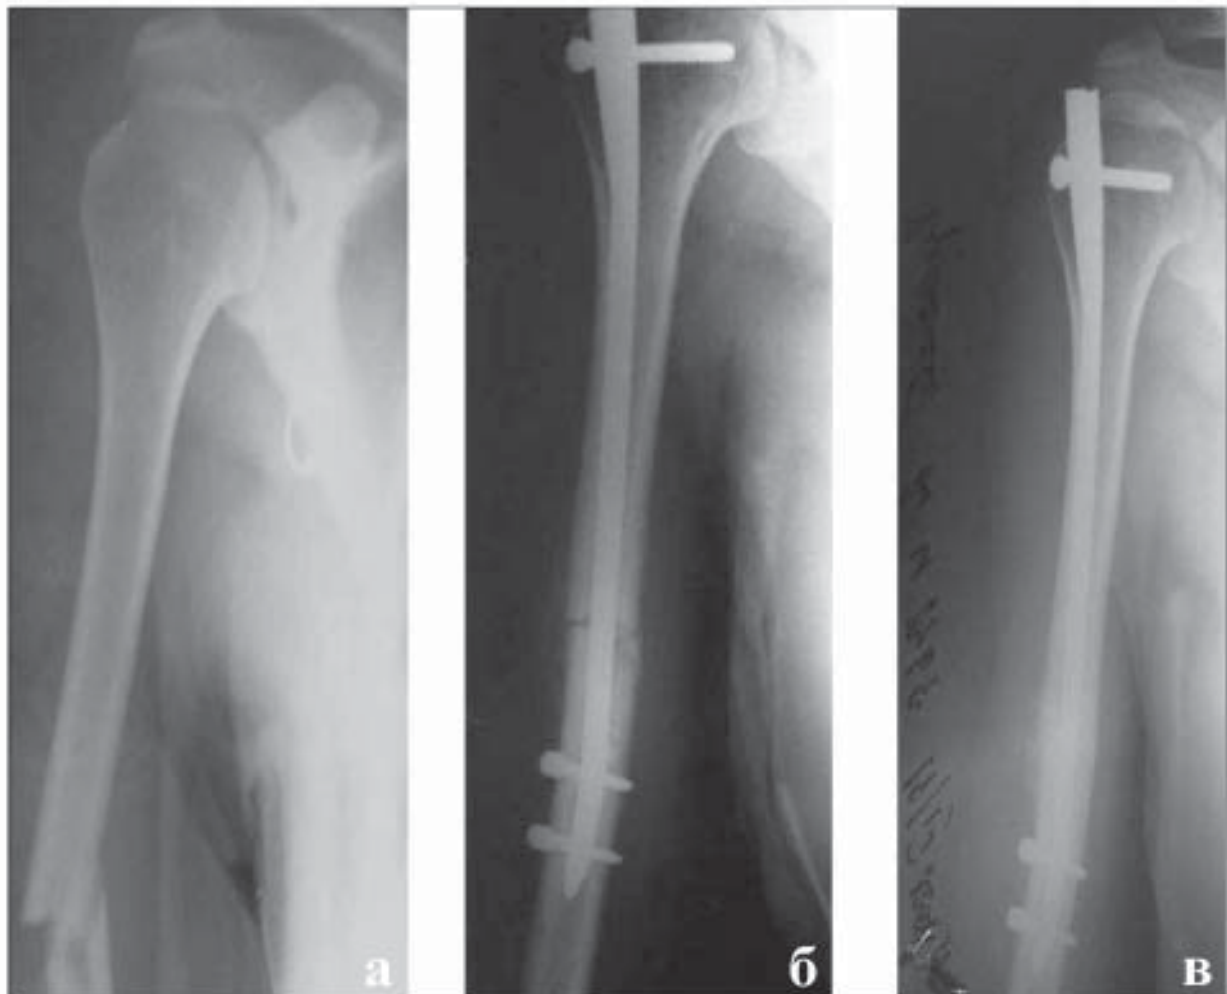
Рентгенограми перелому лівої плечової кістки хворої К: а – до операції; б – після операції; в – через 7 міс. після операції.
